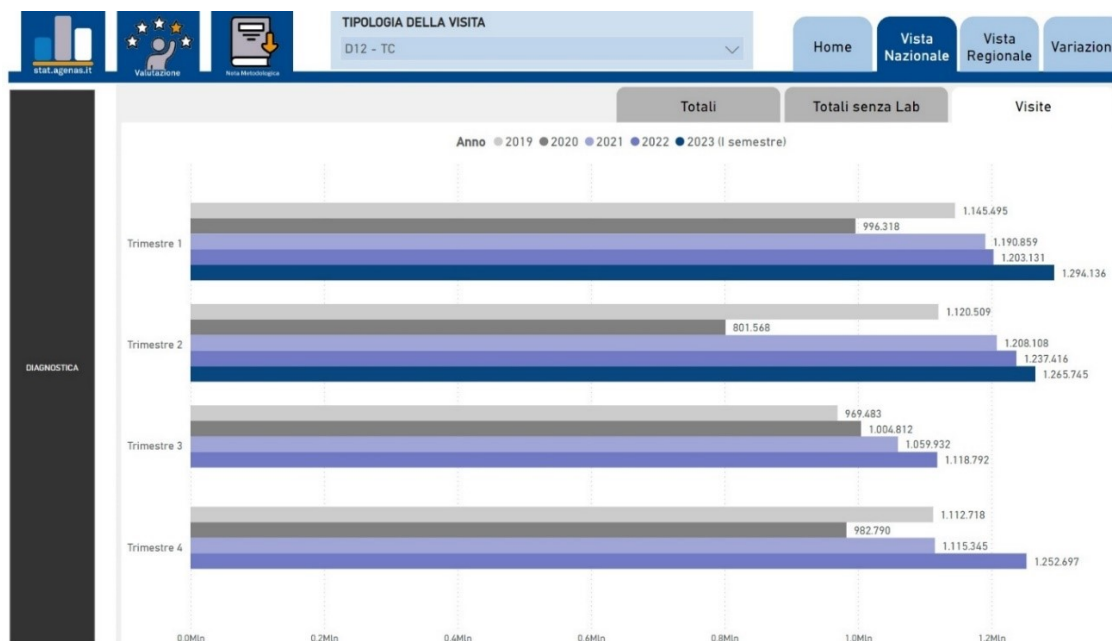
Report dei volumi e le variazioni percentuali, nel periodo 2019-2023 per la TC - AGENAS
